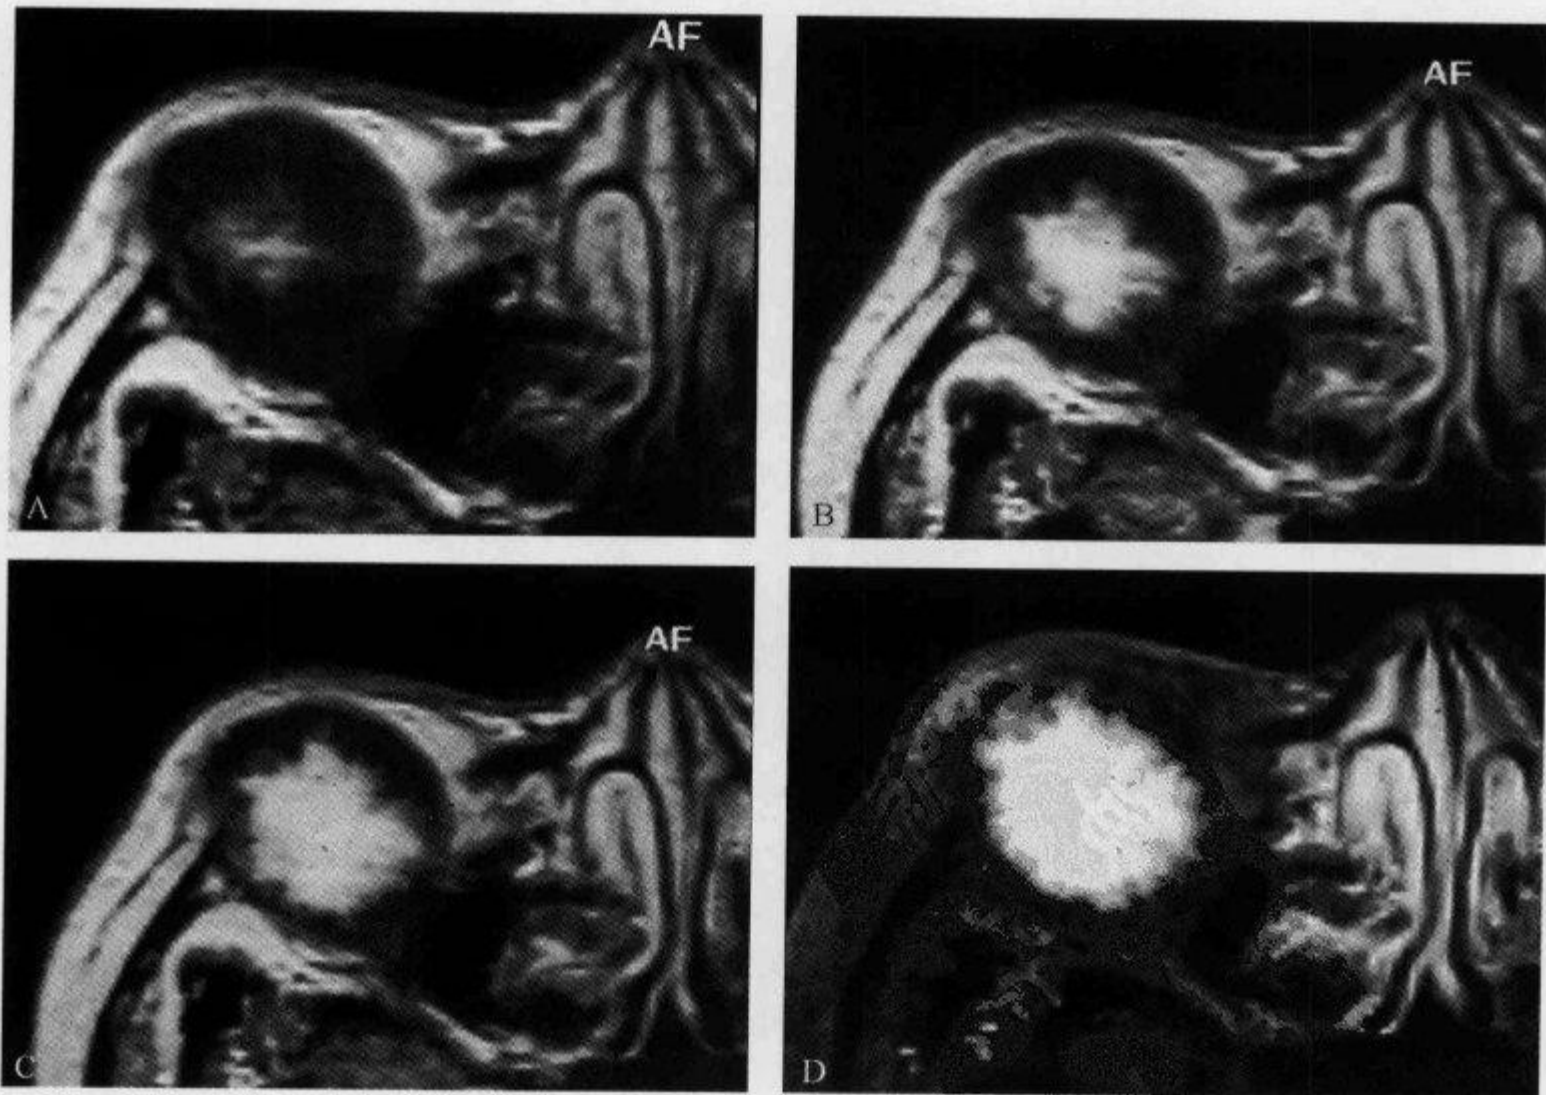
横断面 MRI 增强扫描示“渐进性强化征”
